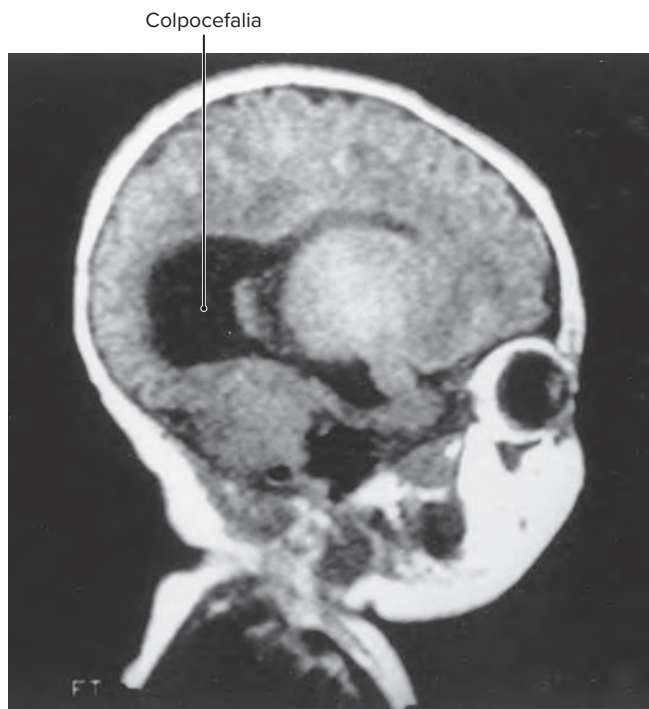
Estudio de imagen por RM parasagital en fase T1 de un crecimiento desproporcionado del cuerno occipital en la colpocefalia.
